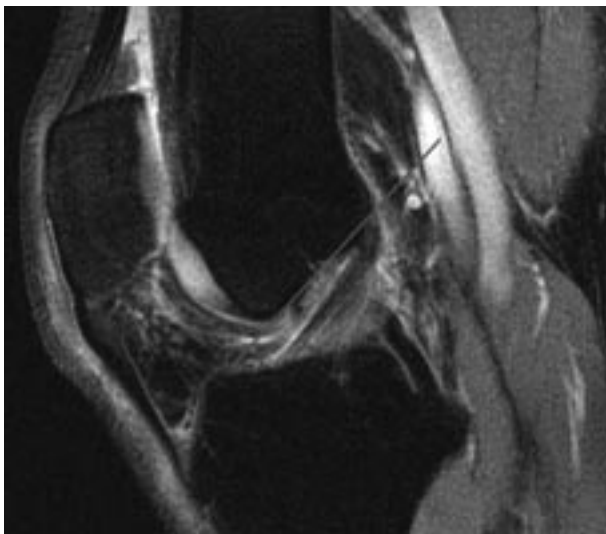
LCAE normal à l'IRM en coupe sagittale : la ligne de Blumensaat est définie par la tangente à la corticale du fond de l'échancrure inter-condylienne.
